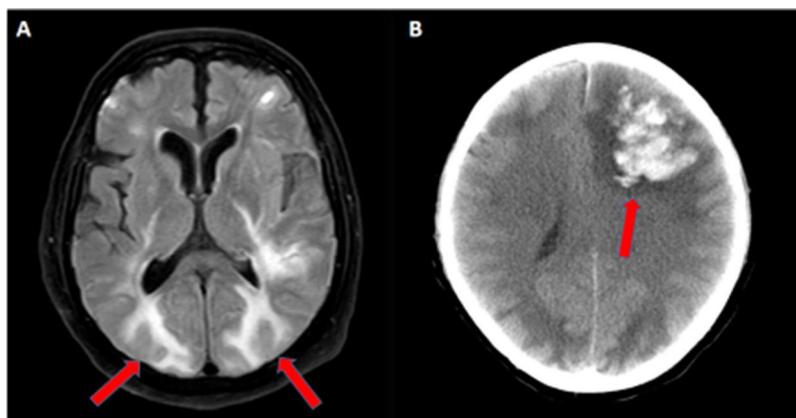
A) RMN secuencia FLAIR axial que muestra lesiones hiperintensas subcorticales bilaterales con edema vasogénico en lóbulos occipitoparietales (flechas rojas). B) TAC cráneo en el que se aprecia gran hematoma frontal izquierdo con desviación de línea media (flecha roja).
